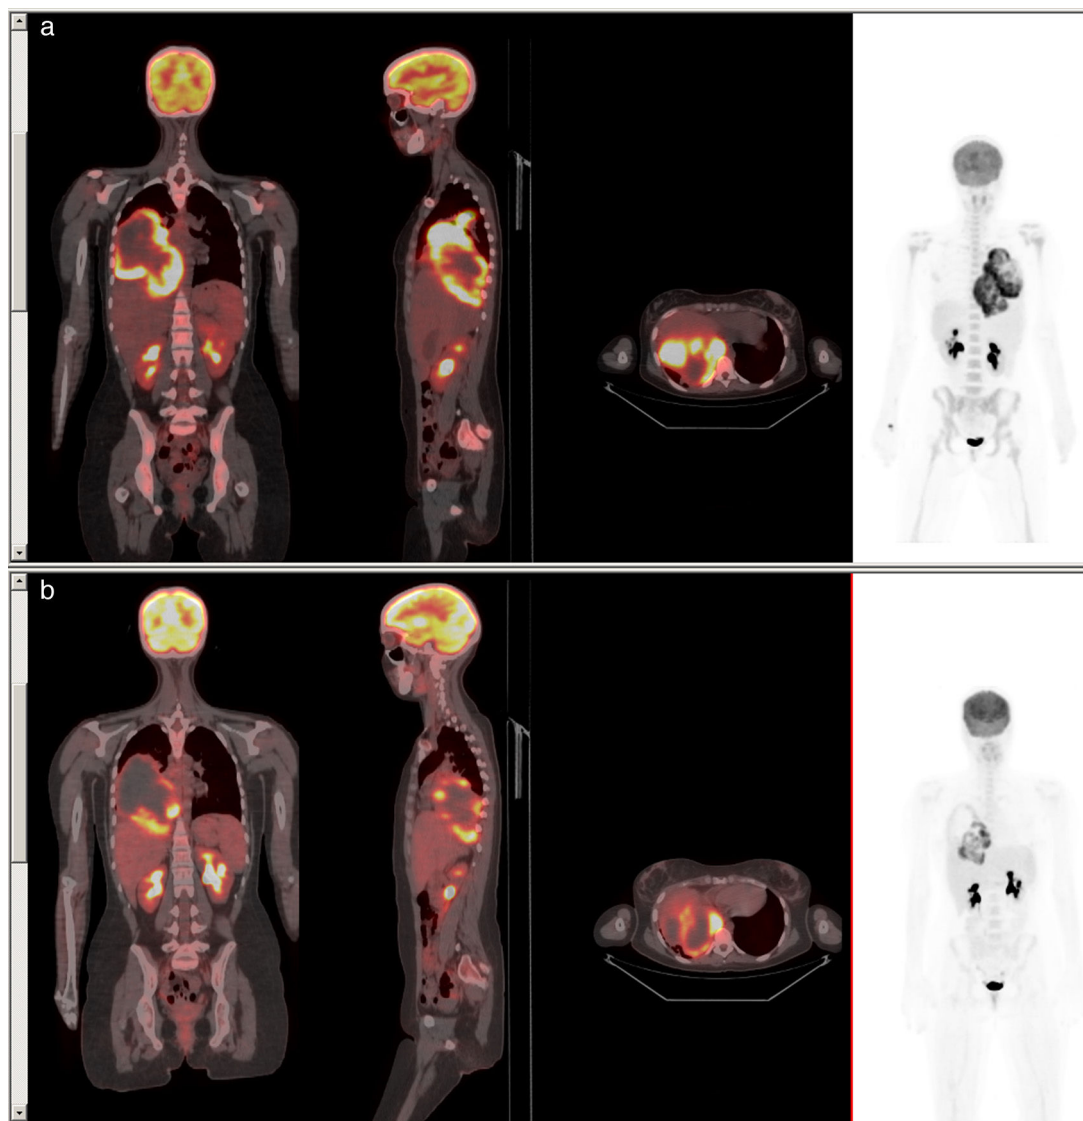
Cortes coronales, sagitales y axiales de fusión PET-TAC. a) Se evidencia una gran masa que ocupa casi todo el hemitórax derecho, de densidad heterogénea y captación periférica de gran intensidad ($SUV_{m\acute{a}x} = 18,9$) que presenta amplio contacto con la pleura parietal, mediastino posterior e hilio derecho. b) Muestra disminución de la captación metabólica ($SUV_{m\acute{a}x} = 16,8$) tras el tratamiento quimioterápico.
